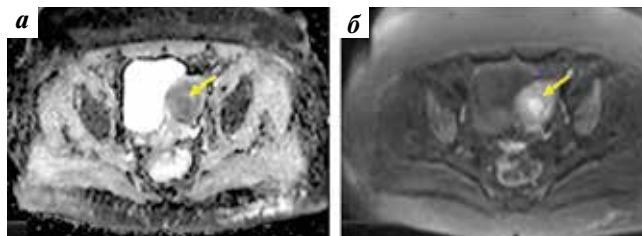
Магнитно-резонансная томография, диффузионно-взвешенные изображения: а – ADC; б – DWI, b = 800. Образование в полости матки с признаками ограничения диффузии (стрелки)
